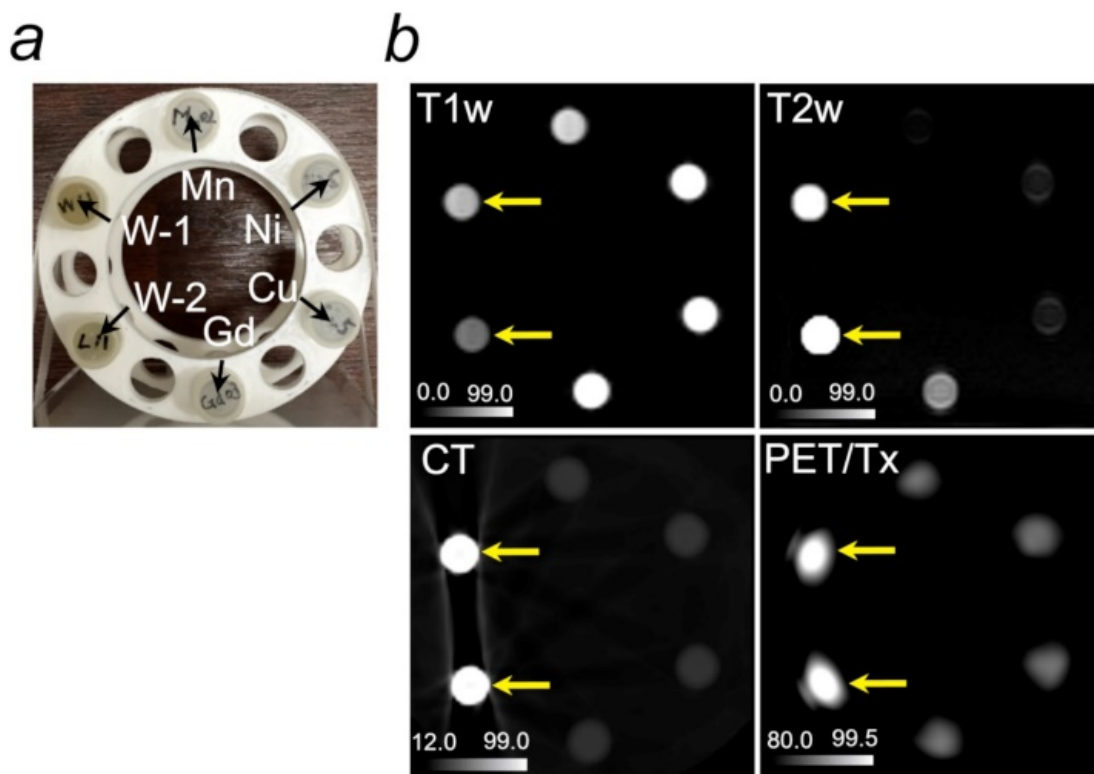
T1w, T2w, CT, Tx の信号強度レベル間の比較
